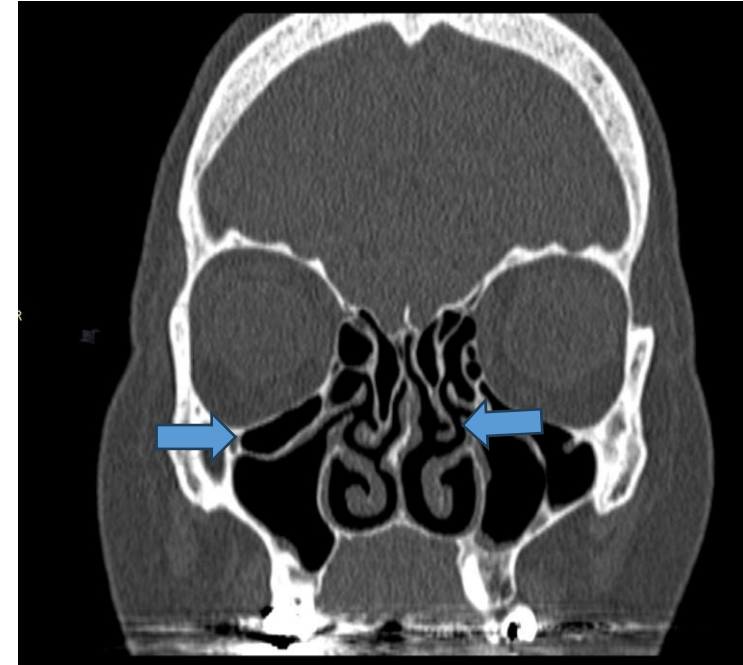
TC craneal reconstrucción coronal, mostrando ejemplo de cornete medio paradójico izquierdo y celdillas de Haller.
